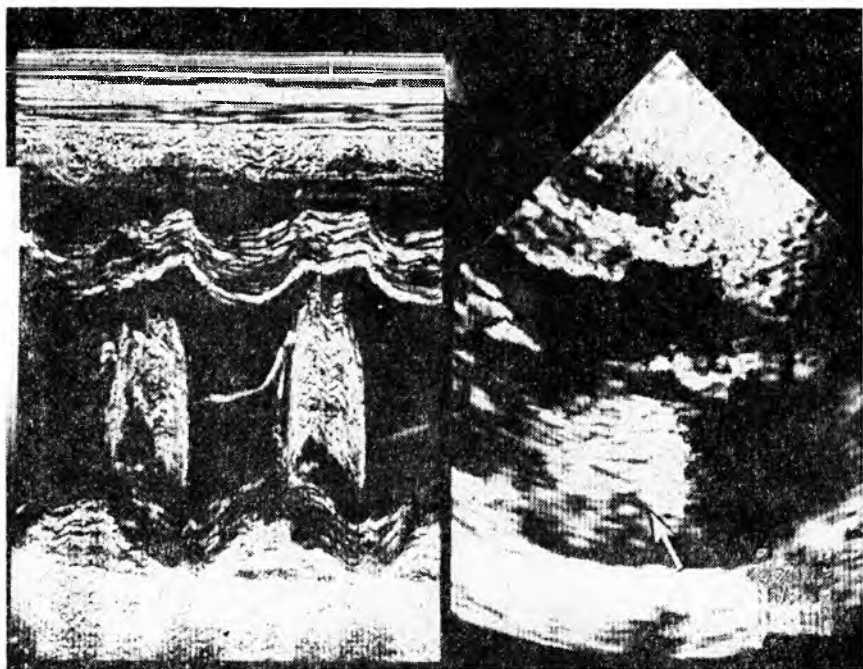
Эхокардиограмма больного с миксомой левого предсердия (указана стрелкой)
